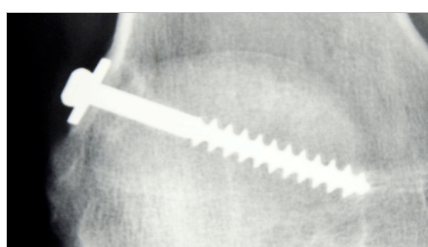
An X-ray film of bone ingrowth in over-the-top fixation
